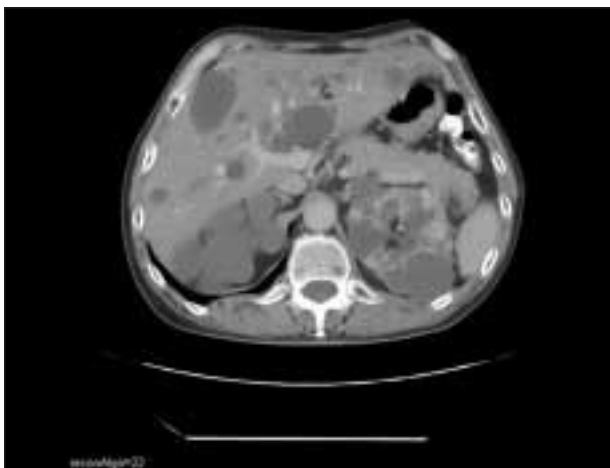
TAC con contraste mostrando riñones e hígado poliquísticos. Además presentaba un quiste pancreático.
